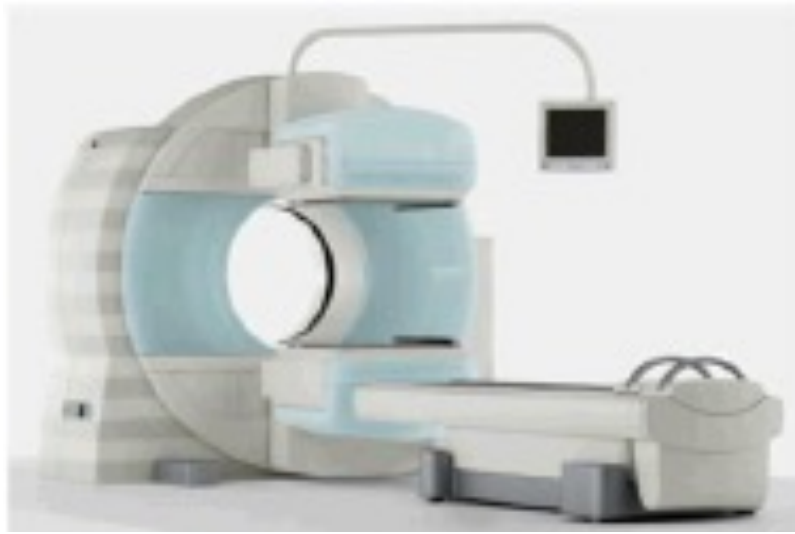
Equipo SPECT-TC Symbia T2 de Siemens.
